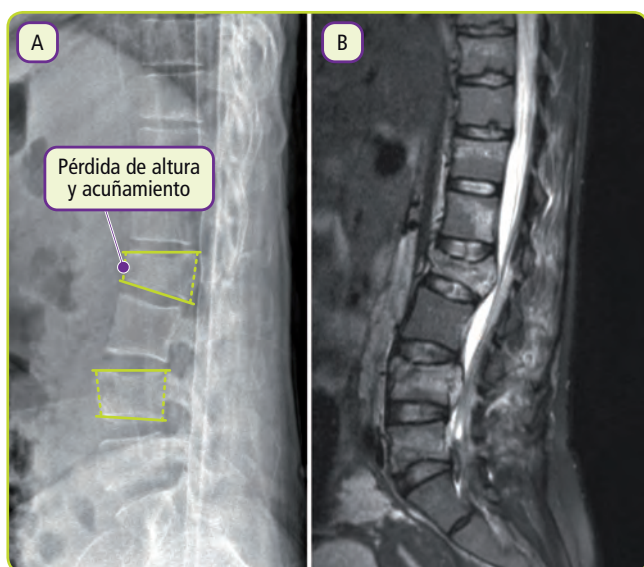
A. Proyección lateral de columna dorsolumbar con fracturas a varios niveles. B. RM del paciente de la imagen anterior, determina la gravedad de la lesión.
